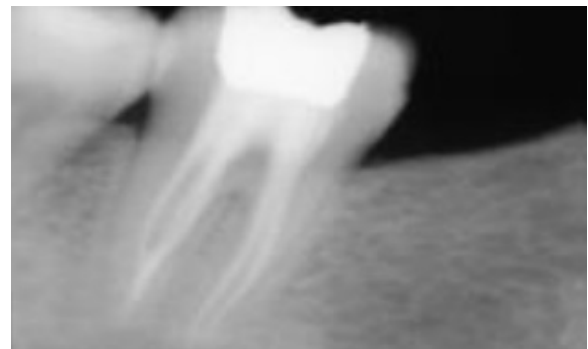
Контрольная рентгенограмма через 6 месяцев.
